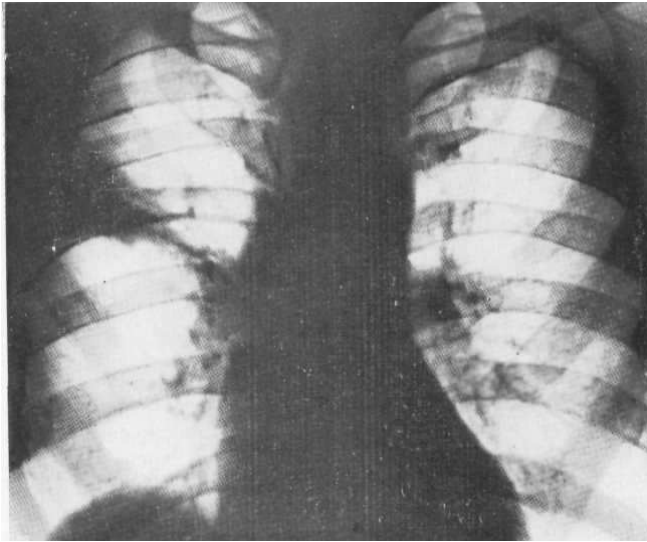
Оглядова рентгенограма. Інфаркт легені
